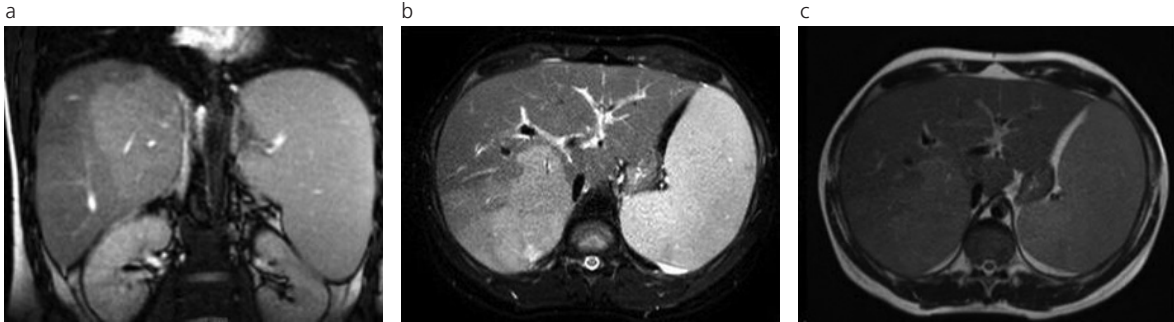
a, b y c: RM. Corte coronal potenciado en T2, corte axial FLAIR y corte axial potenciado en T1 que muestran área hiperintensa a nivel del lóbulo hepático derecho, compatible con infiltración linfoproliferativa.
